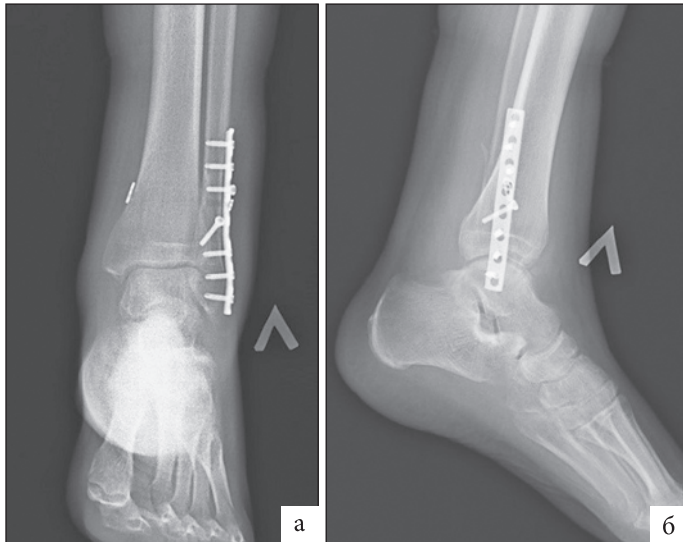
Рентгенограммы голеностопного сустава через 6 месяцев после операции в прямой (а) и боковой (б) проекциях
